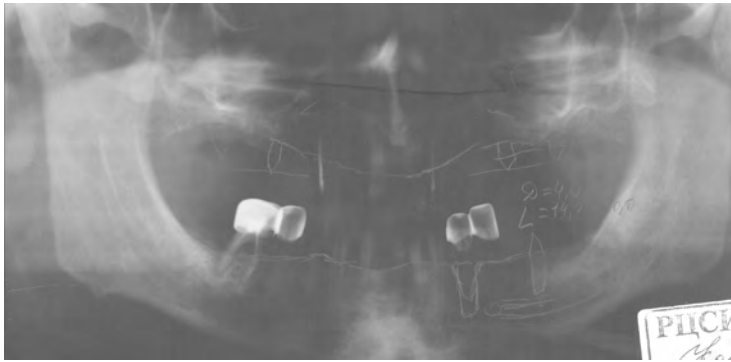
Ортопантомограма пацієнта К. Історія хвороби № 320
